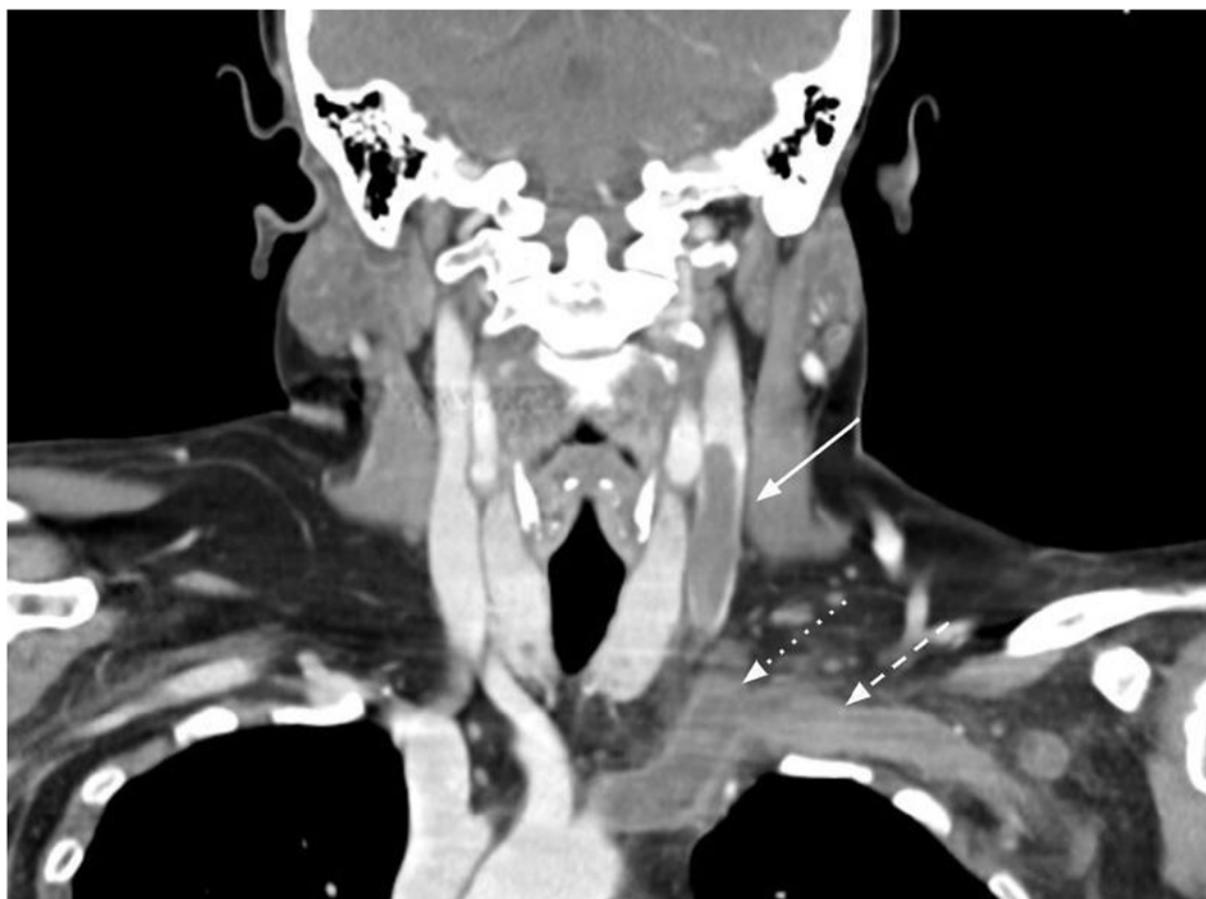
Corte coronal de TC evidenciando volumoso trombo na veia jugular interna (seta cheia), com extensão ao tronco braquiocefálico (seta em picotado) e veia subclávia (seta em tracejado).
